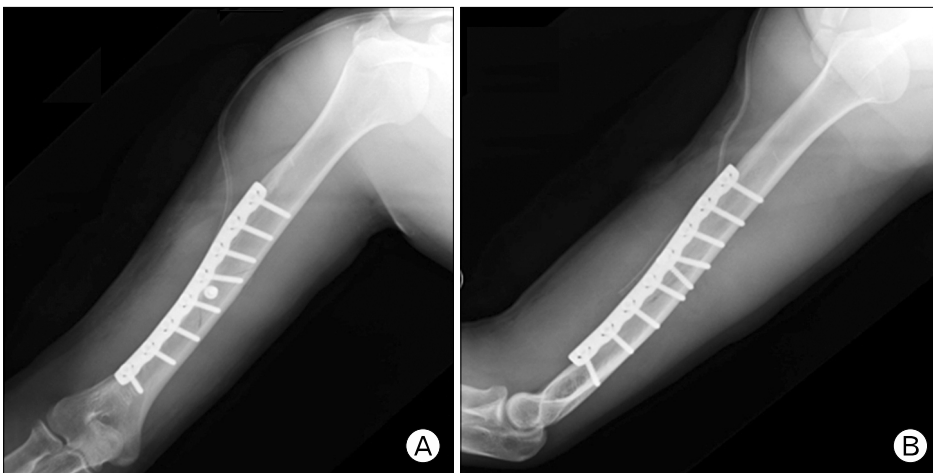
Plain radiographs after open reduction with plate fixation. (A) Anteroposterior image, (B) lateral image.
